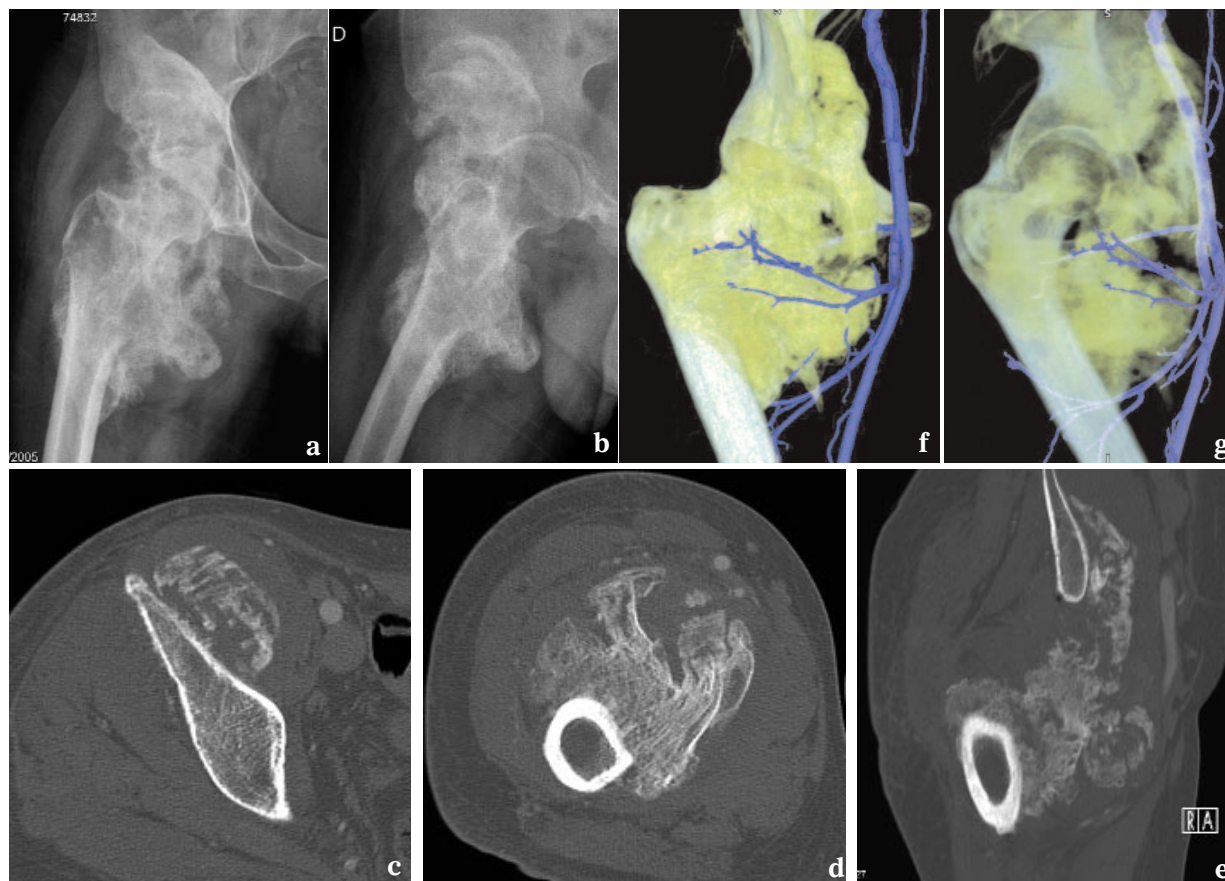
Para-ostéo-arthropathie neurogène de la hanche droite chez un patient paraplégique de 41 ans. Les radiographies standard (a et b) et le scanner (c-g) montrent les ossifications hétérotiques en pont s'insérant sur la corticale antérieure du fémur, le rebord antérieur du cotyle et l'aile iliaque, infiltrant les muscles psoas et iliaque et refoulant les vaisseaux fémoraux et les branches proximales de l'artère fémorale profonde. Le VRT sans (f) et avec transparence (g) fournit une cartographie de la PAON et montre clairement ses rapports vasculaires.
